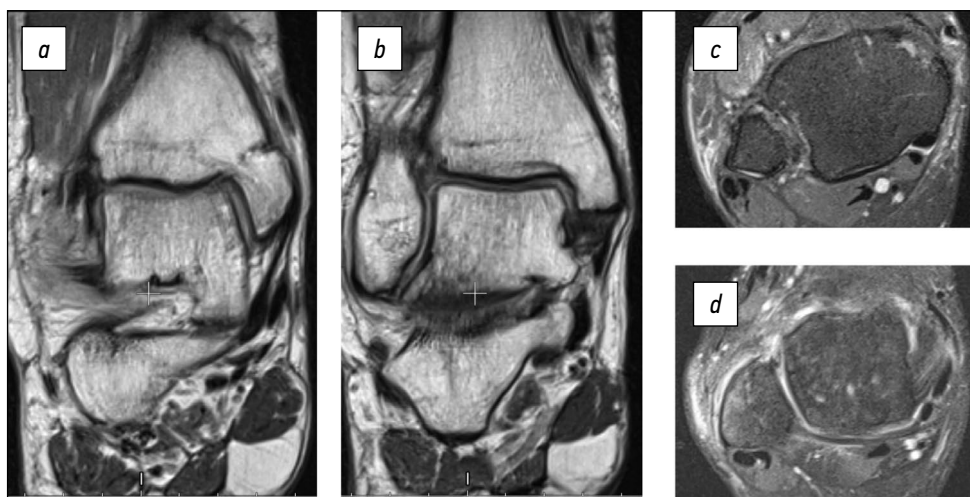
Магнитно-резонансные томограммы пациентки В. через 6 месяцев после оперативного вмешательства: *a, b* — во фронтальной плоскости в режиме T1, *c, d* — в аксиальной плоскости в режиме T2.
